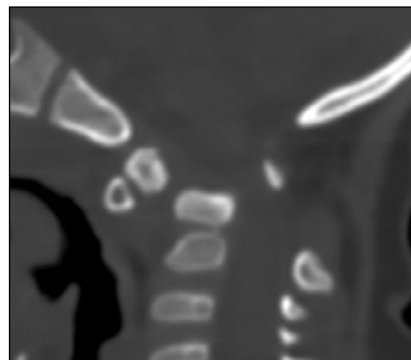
Компьютерная томограмма шейного отдела позвоночника пациента с зубовидной костью.
